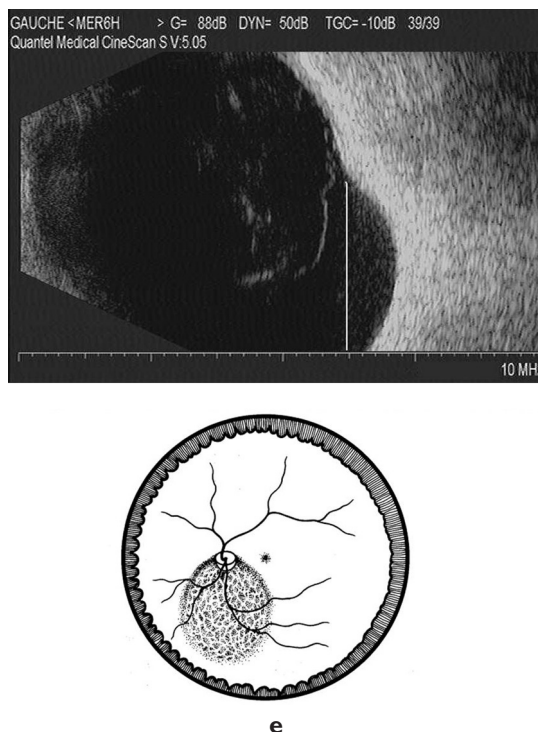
Différents types de staphylomes myopiques en échographie (ligne blanche), selon la classification de Curtin [4]. Le type I (a) intéresse tout le pôle postérieur, le type II (b) concerne la macula, le type III (c) la zone péripapillaire, le type IV (d) le champ nasal et le type V (e) le champ inférieur. (a) Type I (LA 33,5 mm). (b) Type II (LA 27,5 mm). (c) Type III (LA 25,7 mm). (d) Type IV (LA 27,7 mm). (e) Type V (LA 26,7 mm).
